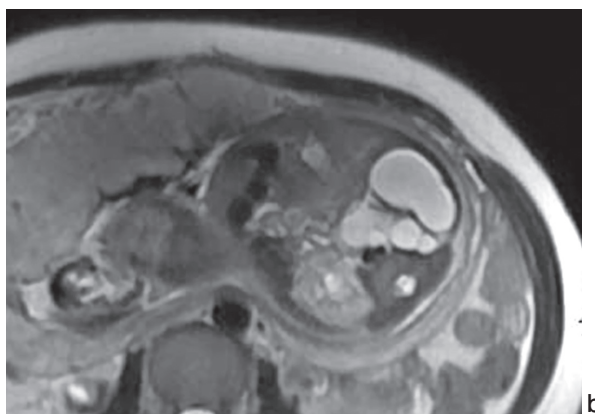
a, b : Axial and coronal T2-weighted images show multicystic lesions (arrow).
